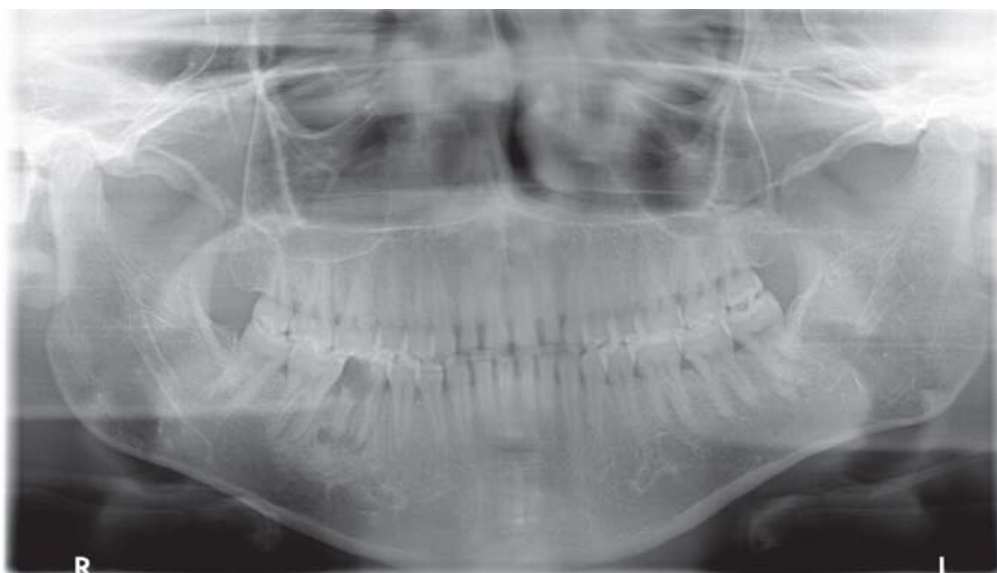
Orthopantomogramm (OPG) zur forensischen Altersdiagnostik
